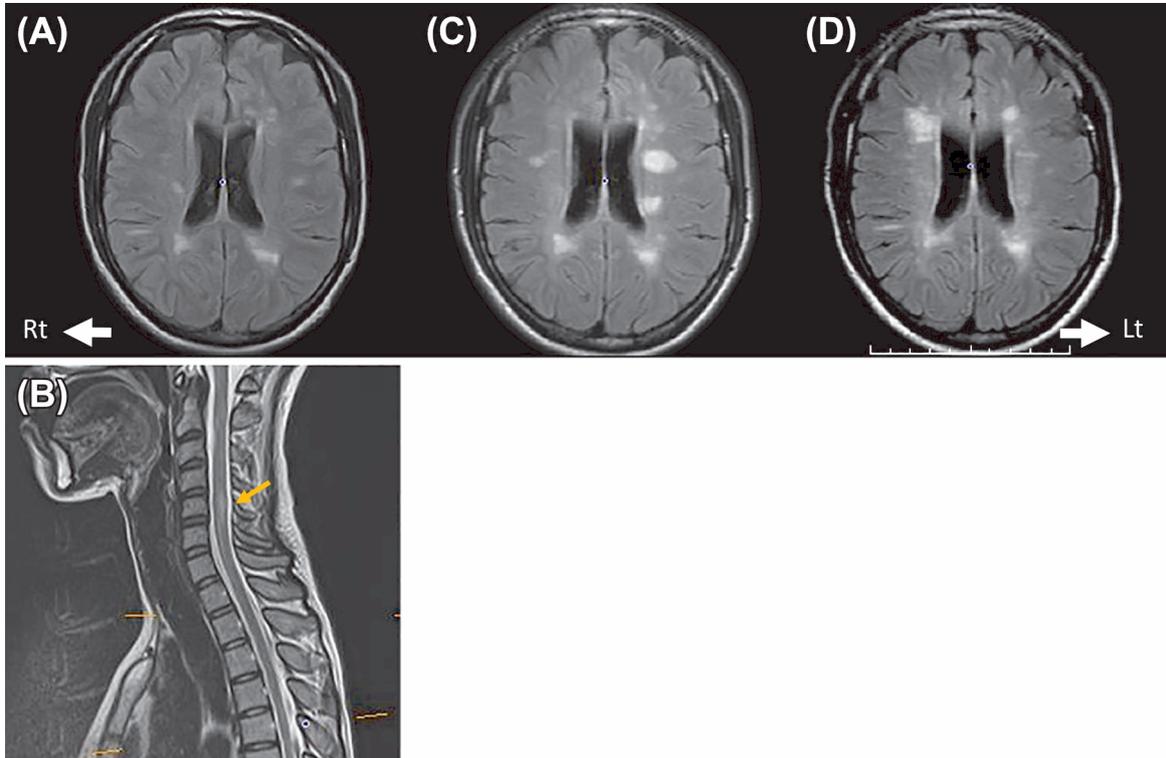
MRI images of this case.
